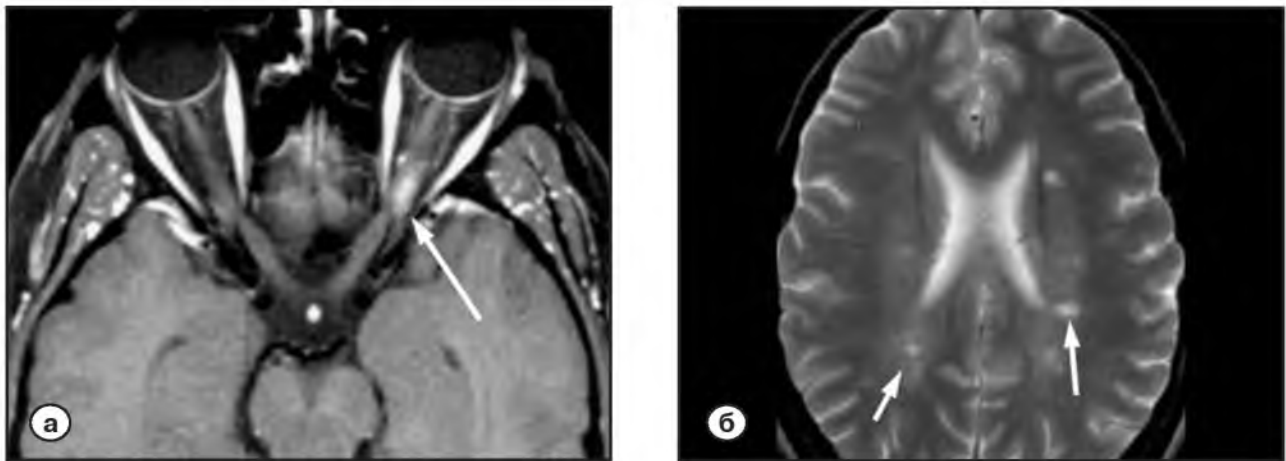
Пациент Л., 28 лет, с диагнозом «рассеянный склероз». МРТ
